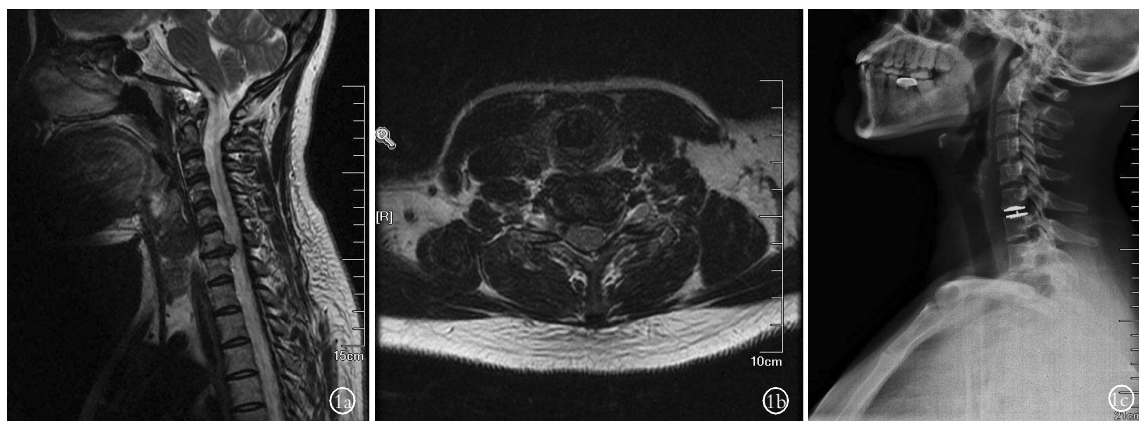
患者,女,42 岁,颈椎间盘突出症(C_{6,7}),采用 CADR 治疗 1a,1b. 术前颈椎 MRI 矢状位和轴位像 1c. 术后第 2 天的颈椎侧位 X 线片
